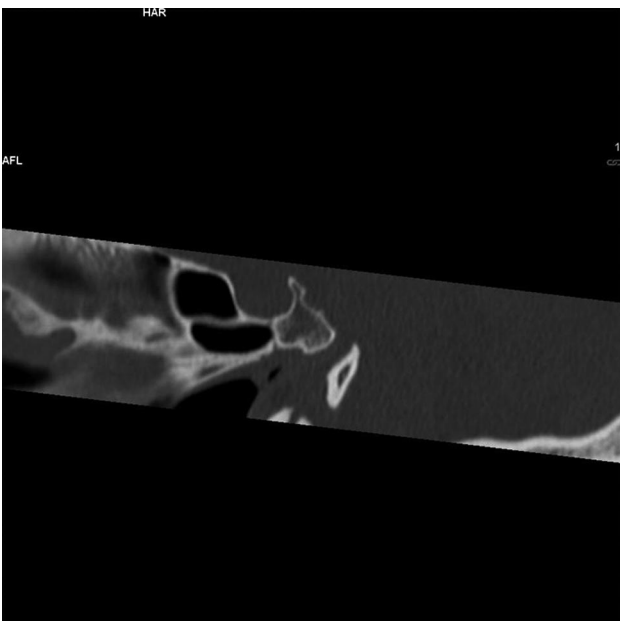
Corte sagital de TC donde se evidencia clivus hipoplásico.
